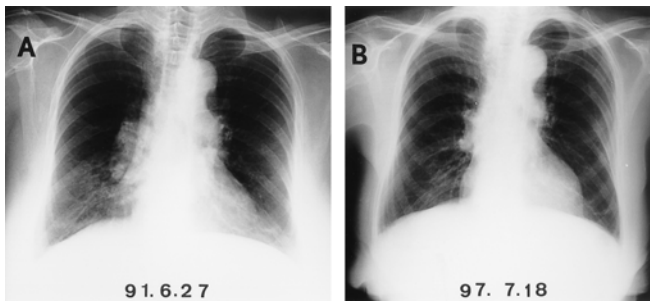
Chest X-ray film in 1991 shows BHL.
